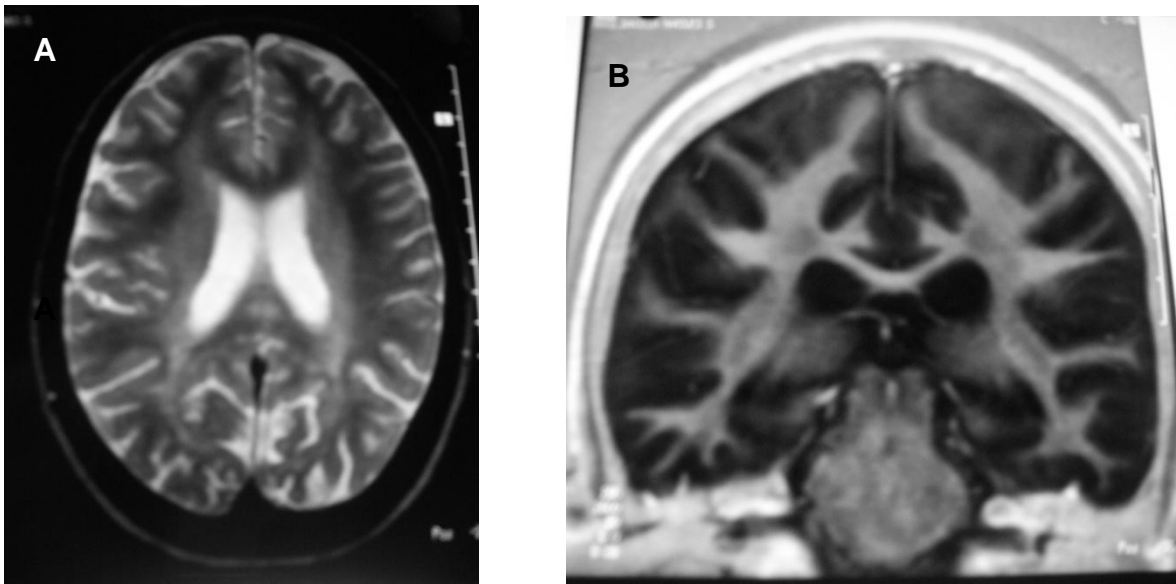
Imagens de RM CE (T2) axial (A) e coronal (B). Observam-se alterações do sinal da substância branca cerebral de forma difusa, preferencialmente periventricular e moderado aumento dos ventrículos em relação com discreta atrofia sub-cortical
